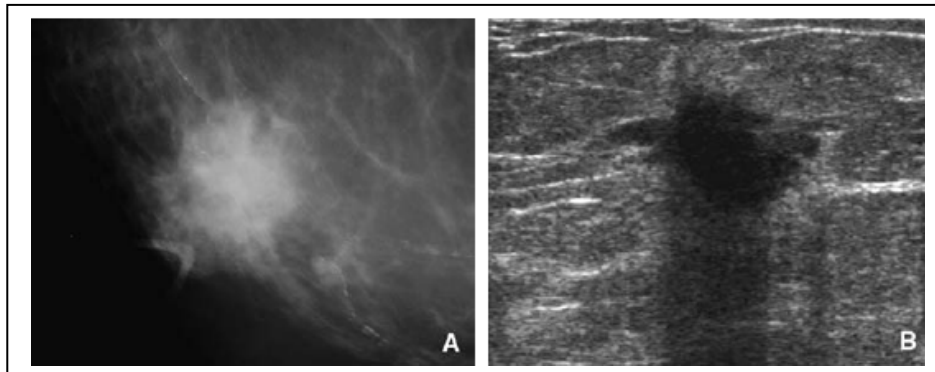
Cancer canalaire infiltrant typique. A. La mammographie montre une tumeur spiculée. B. L'échographie montre une masse irrégulière avec des spicules, rompant l'architecture du sein. Noter l'ombre acoustique marquée [218].
